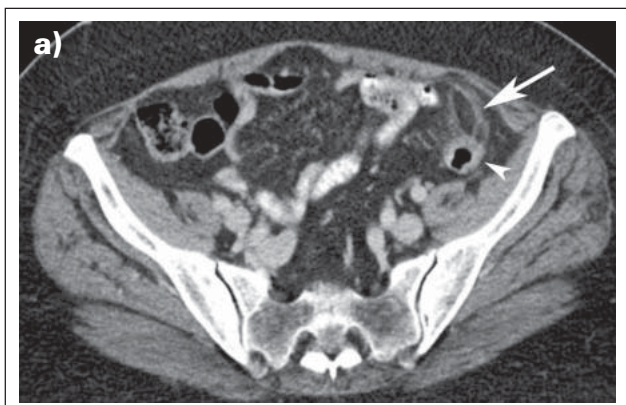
Die axiale kontrastmittelverstärkte Multidetektor-CT (MDCT) zeigt eine fetthaltige Appendix epiploica (Pfeil) mit einem entzündlichen Halo und einem zentralen „Punkt“, der dem thrombosierte nutritiven Gefäß entspricht. Pfeilspitze: Colon sigmoideum.
